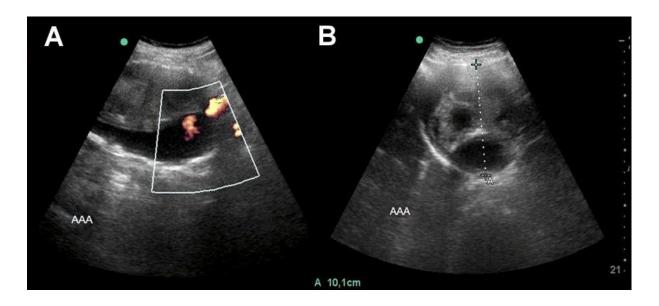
Evaluación Ultrasonográfica abdominal donde se revela la presencia de un aneurisma aórtico abdominal en un paciente masculino de 68 años (A), la medición anteroposterior mediante este método determinal la presencia de una lesión de 10.1 cm. Permiso para su reproducción de parte Permanyer Hinojosa CA, Bermudez-Serrato K, Anaya-Ayala JE, et al. Relevance of ultrasonographic screening programs in the detection of aortic aneurysms Cir Cir. Artículo en prensa. 42
